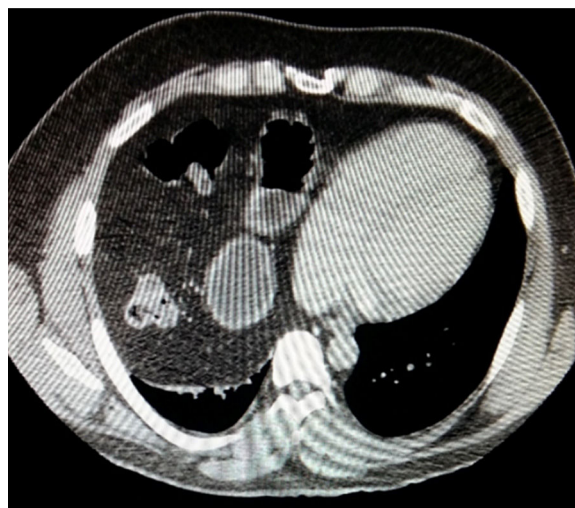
Tomografía axial computada. Vísceras huevas en hemitórax derecho.
